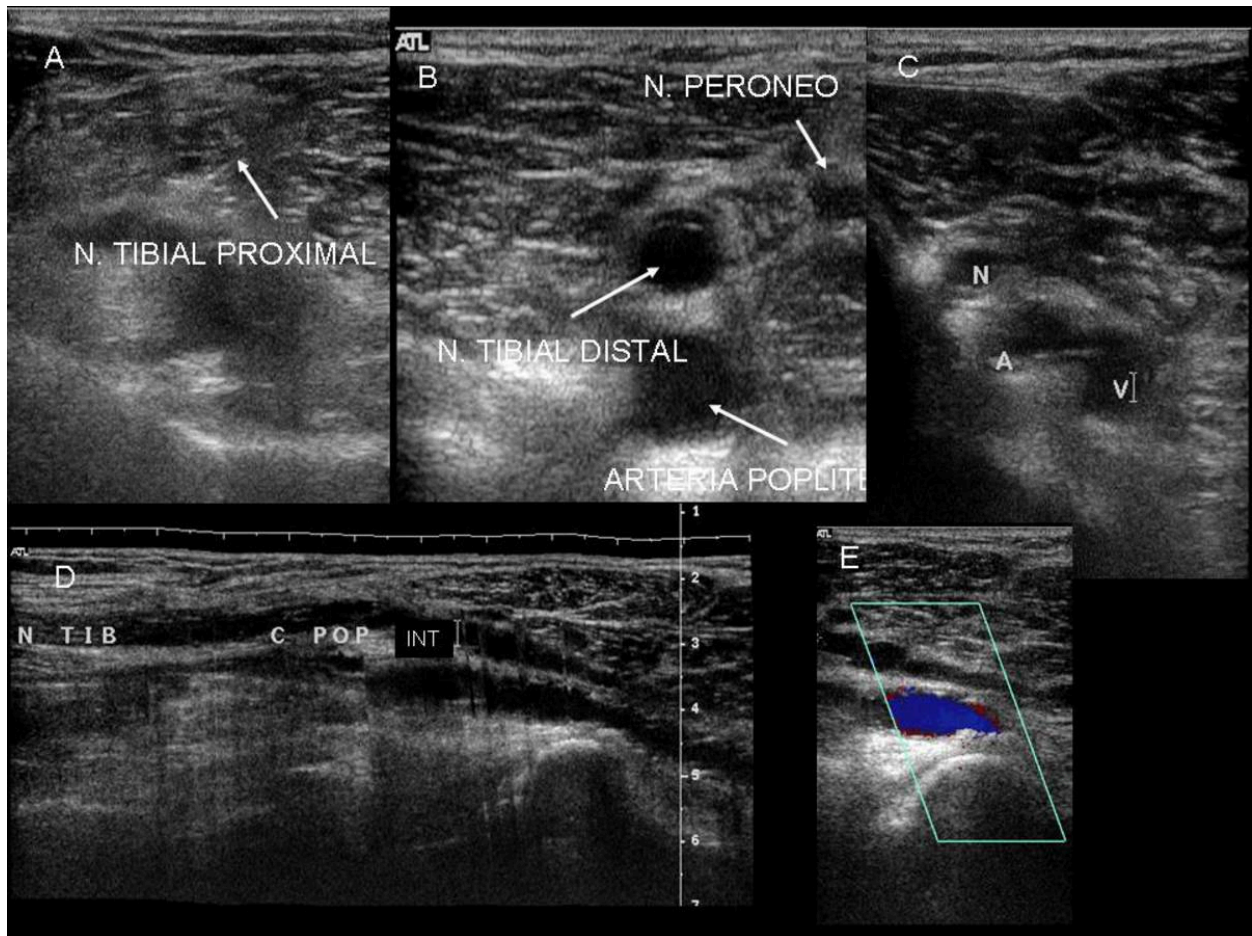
Varón de 55 años, deportista aficionado con antecedentes de cuadros de ciática izquierda de repetición atribuidos a leve protrusión discal y artrosis facetaria, visto en RMN lumbar. Presenta dolor en extremidad inferior izquierda que atribuye a nuevo episodio similar. Tras varios días con tratamiento antiinflamatorio y disminuyendo la actividad física, no reporta mejoría. A diferencia de otros episodios, en esta ocasión, el dolor es irradiado desde el hueso poplíteo hasta el tobillo en la región posterior. Se solicita ECO doppler para descartar TVP. A) Ecografía axial en hueso poplíteo observándose a nivel proximal el patrón fascicular normal del nervio tibial. B) Distalmente se observa una imagen quística en el interior del nervio tibial y la rama peronea de características normales. C) Tres imágenes redondeadas anecoicas en un corte axial del hueso poplíteo que corresponden con el Nervio tibial con un quiste en su interior (N), Arteria Poplíteo (A), Vena poplíteo (V) D) Imagen sagital panorámica del nervio tibial, observándose proximalmente un patrón fibrilar normal y distalmente sustitución del patrón por una imagen quística multilobulada. En profundidad a la misma se observa parcialmente la arteria poplíteo con cambios de ateromatosis en su pared. E) US-Doppler de la región demostrándose ausencia de vascularización de la lesión quística.
